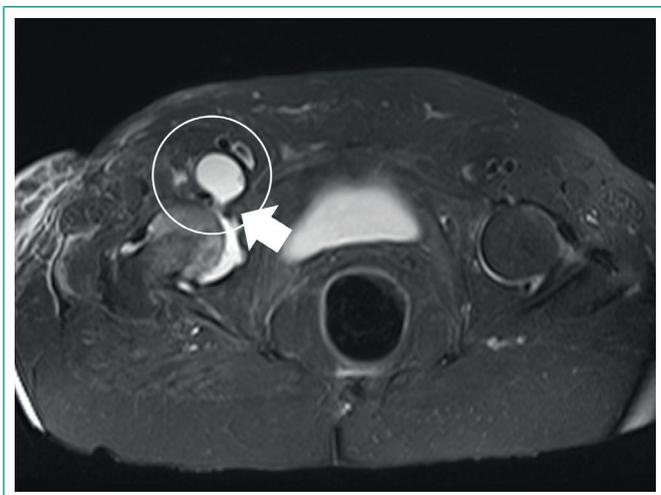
Sección transversal de resonancia magnética de la pelvis en T1 con una imagen potenciada en T1 con evidencia de quiste sinovial en relación con la articulación de la cadera derecha (flecha) y su proximidad al eje vascular ilíaco externo (círculo).
